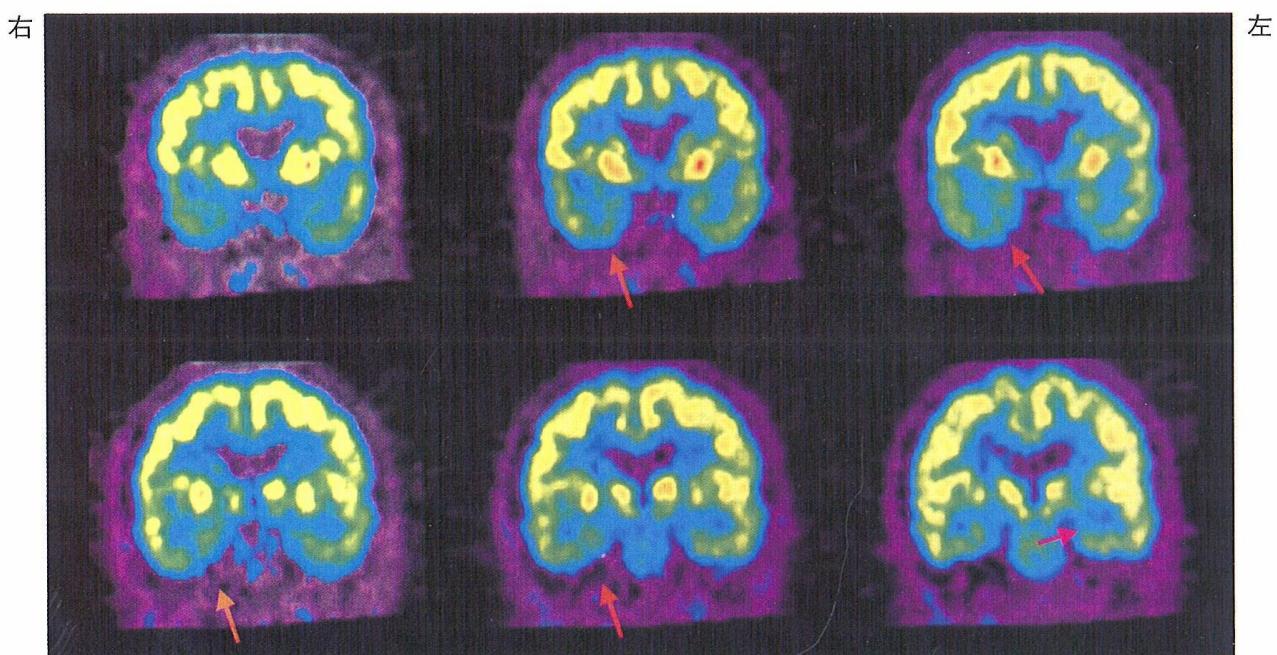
発症13ヵ月後FDG-PET画像、左側の海馬の集積低下に加えて、右側（非損傷側）の海馬・傍海馬領域の集積低下を認める。
